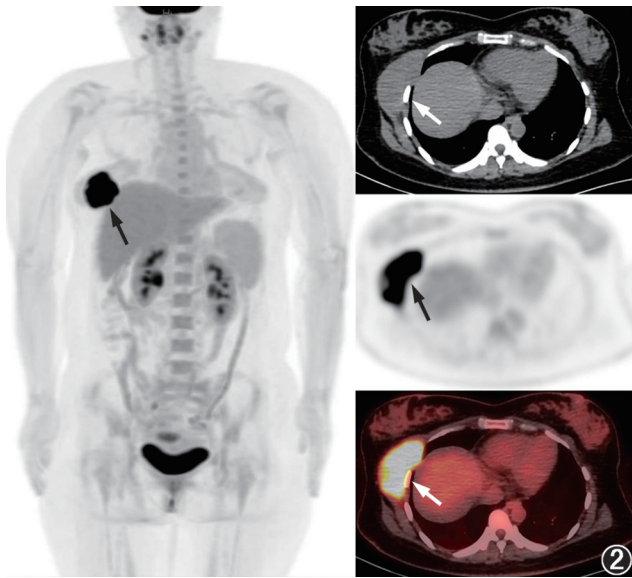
骨外尤文肉瘤患者(女,38岁)治疗前¹⁸F-脱氧葡萄糖(FDG)PET/CT显像图。显像结果示右胸壁糖代谢异常增高的肿块,大小约为71.1 mm×32.4 mm,最大标准摄取值(SUV_{max})约为17.1(箭头示)
